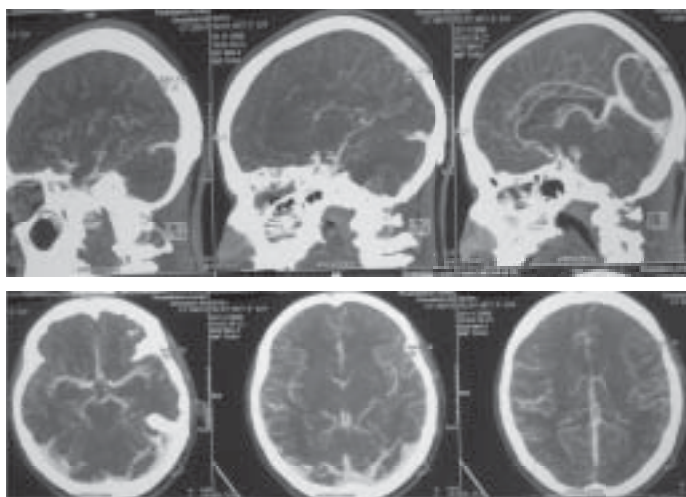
КТ-ангиография от 20.11.09
